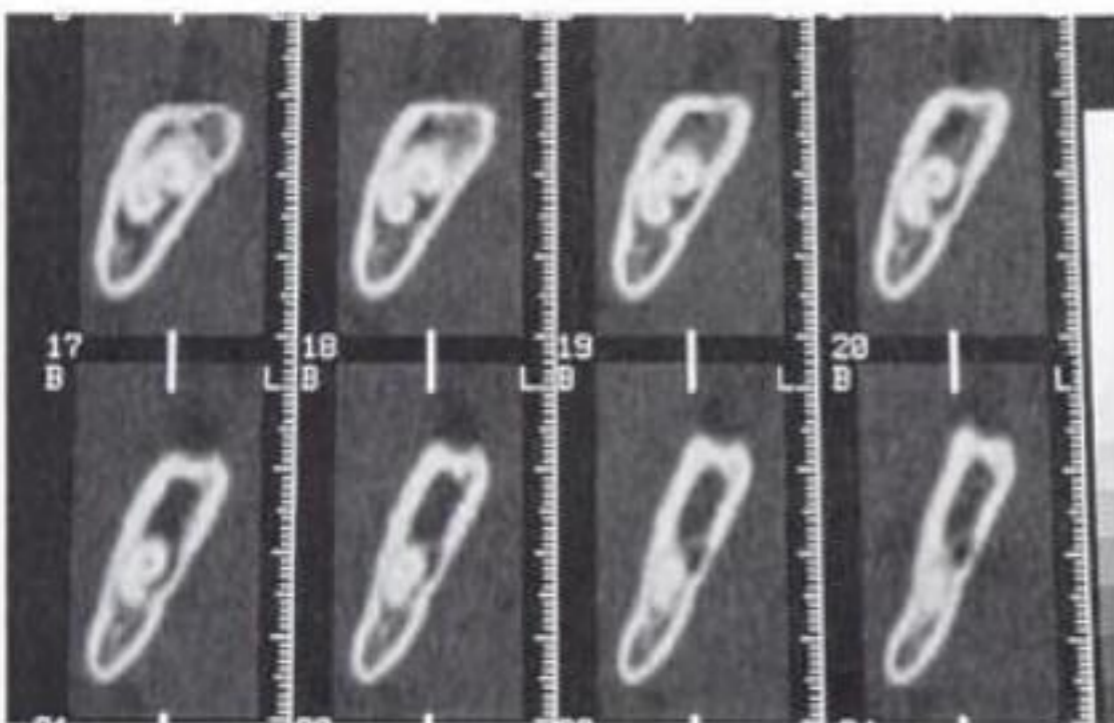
La tomografía computarizada evidencia el trayecto del conducto mandibular en estricta contigüidad con los ápices radiculares de un tercer molar inferior.
